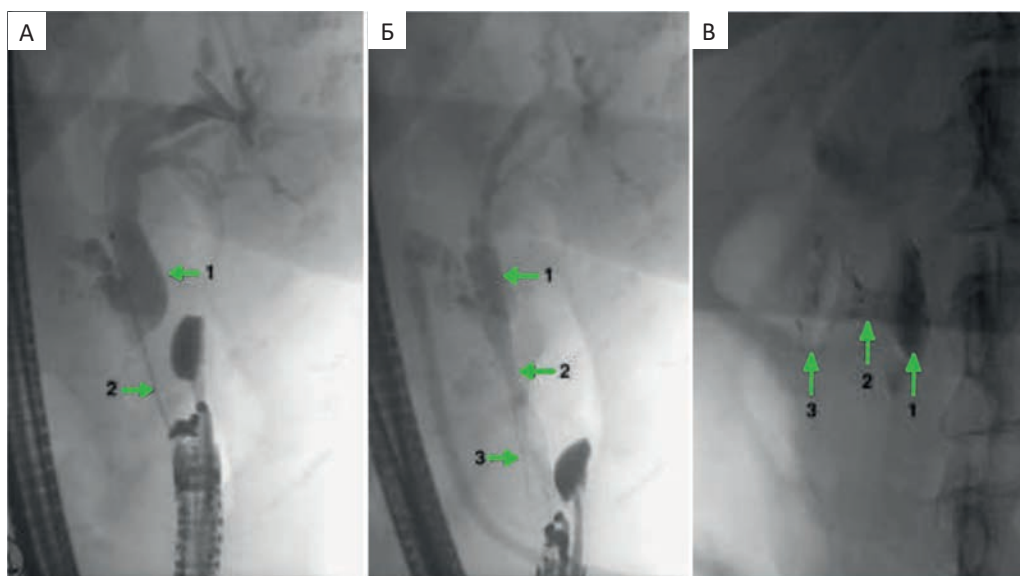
Рентгенограммы холедоходуоденостомии. А — этап формирования холедоходуоденального соустья (1—супрастенотически расширенный ОЖП, 2 — цистотом); Б — рентгенограмма сформированного ХДА с использованием билиарного стента (1 — билиарный край стента, 2 — область сформированного анастомоза, 3 — внутрикишечный край стента); В — рентгенограмма сформированного ХДА с использованием Н-образного стента (1 — билиарный край стента, 2 — область сформированного анастомоза, 3 — внутрикишечный край стента)
